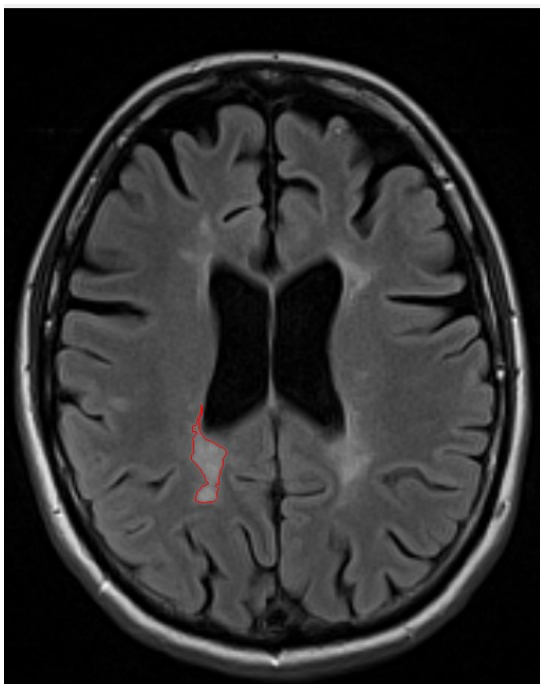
Abbildung VI, MRT in Transversalebene, ROI.
